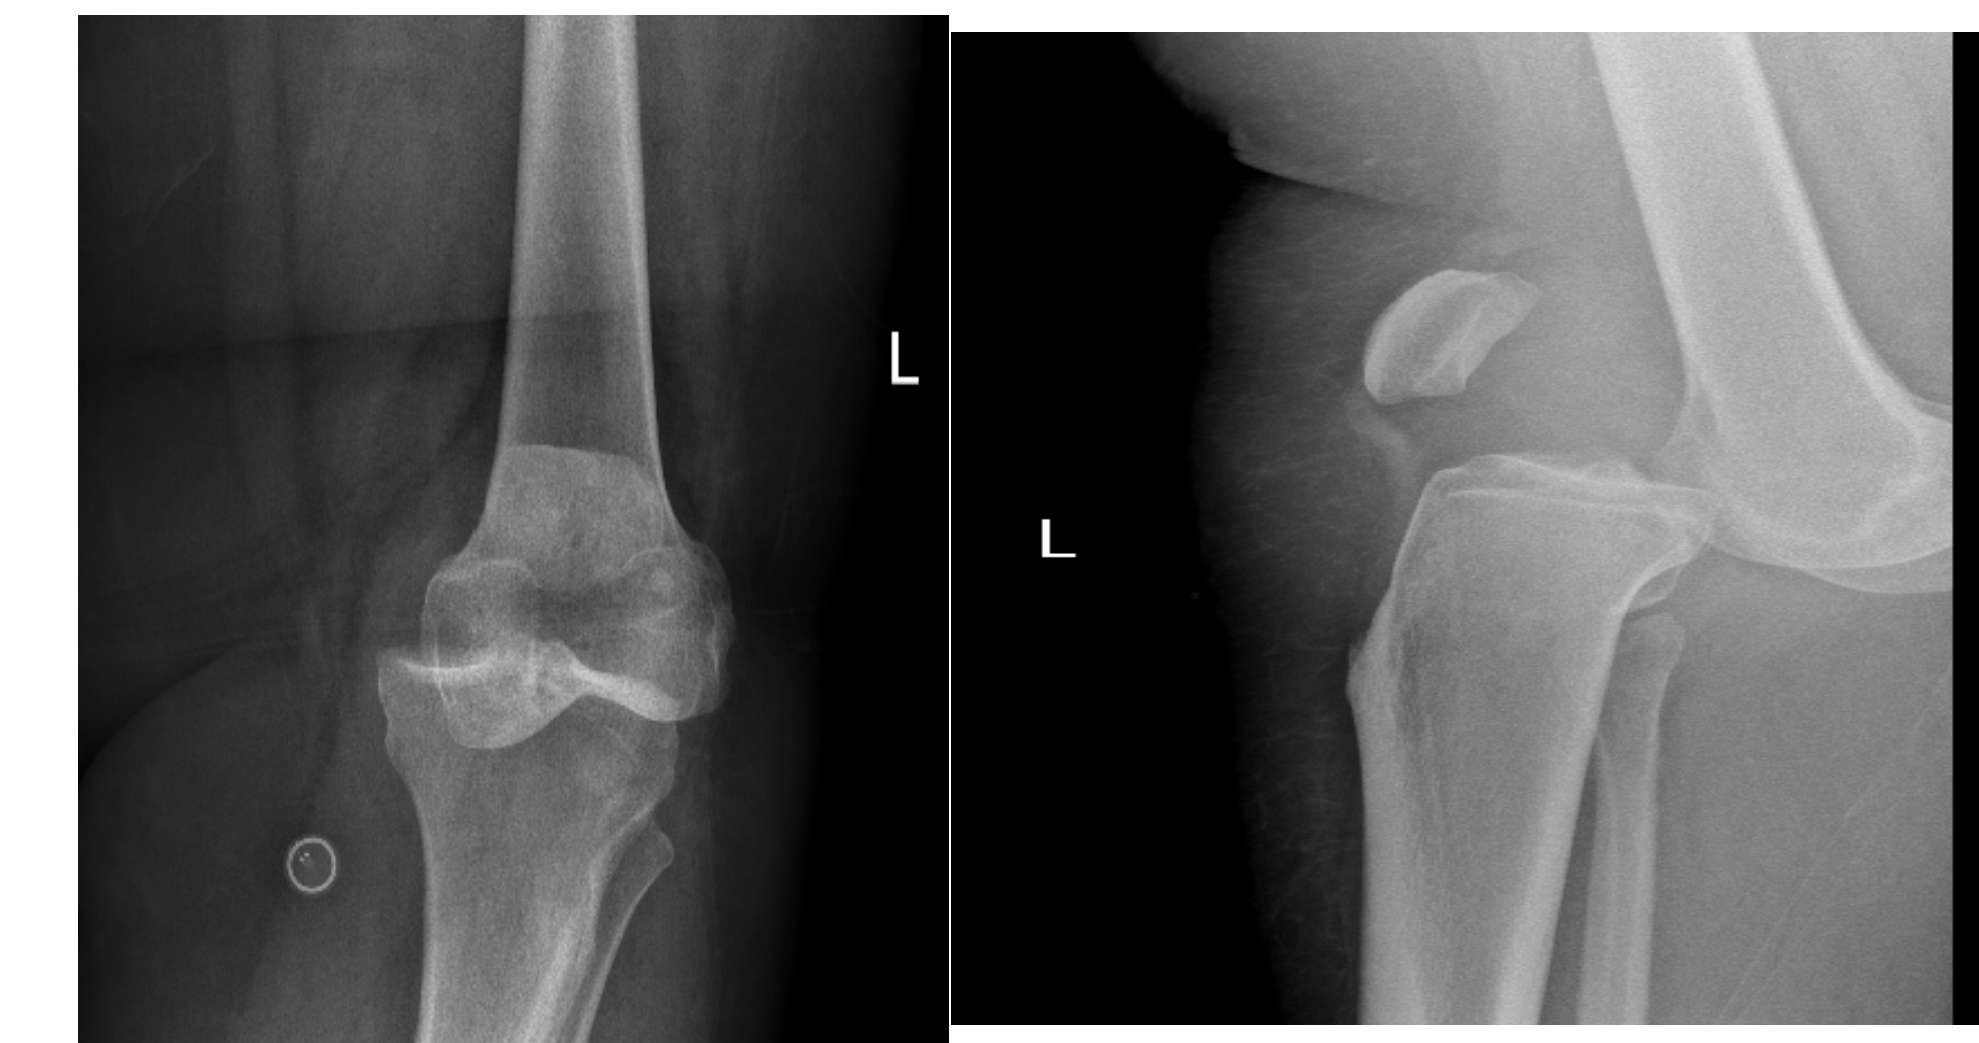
Radiografías AP y lateral de rodilla en Urgencias
